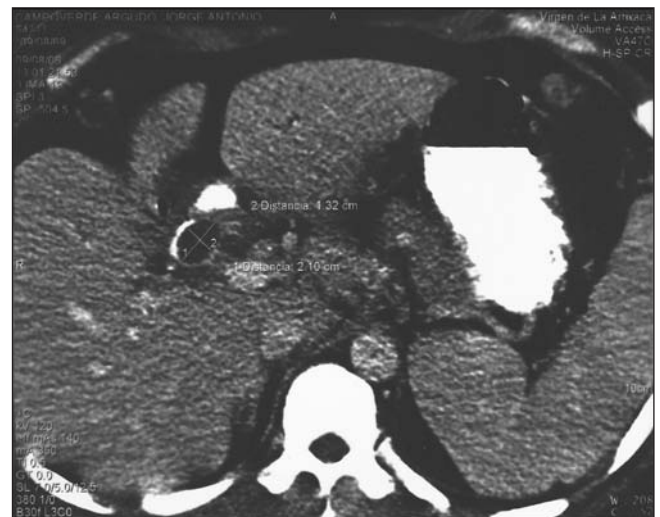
TAC Abdominal. Absceso de 2,5 cm en segmento IV.
